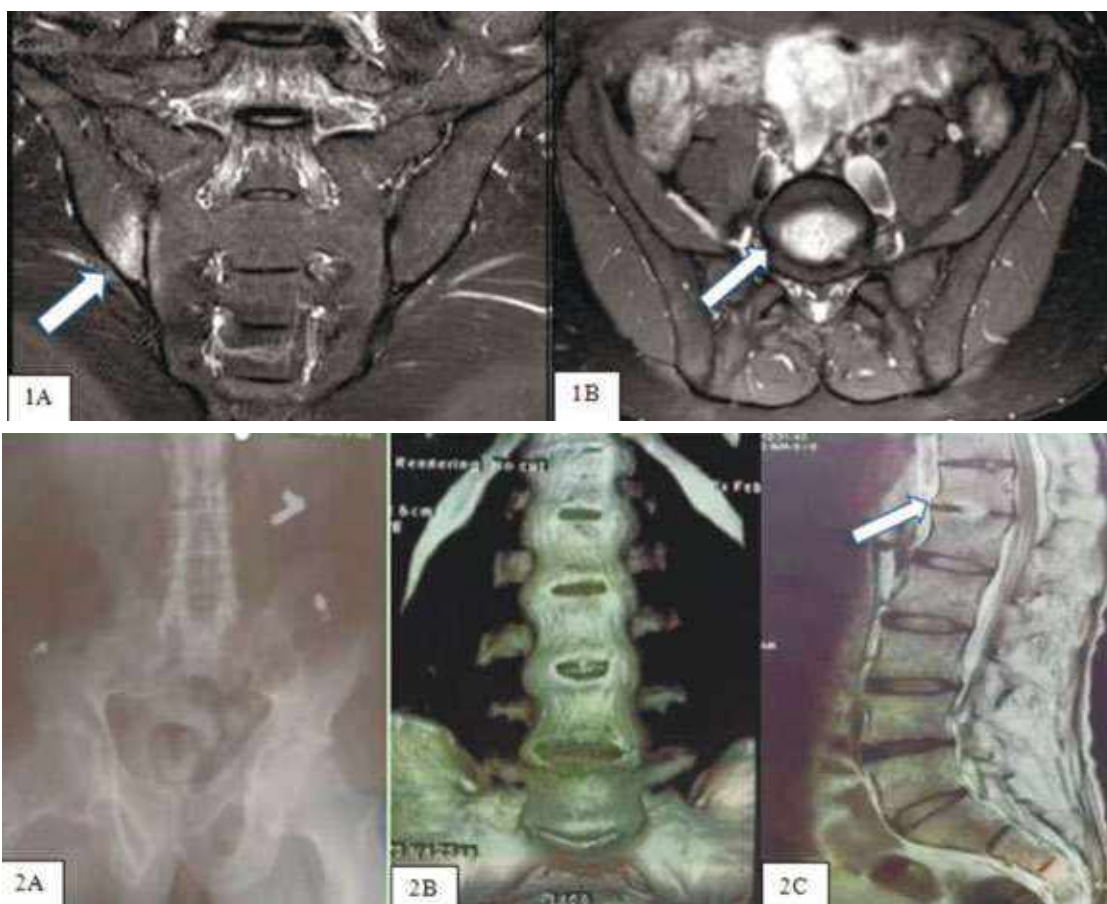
Given sacroiliac joints MRI right side acute inflammation (bone edema). 1A with STIR sequence bone oedema is shown with a white arrow. 1B with STIR sequence, spondylodiscitis is shown with a white arrow
